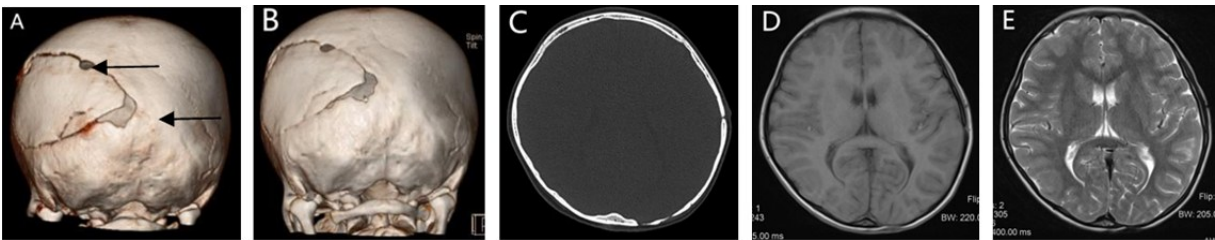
左侧颞枕部硬膜外血肿开颅手术中采用瑞士产快速可吸收颅骨夹固定系统进行骨瓣复位固定术后CT及MRI
